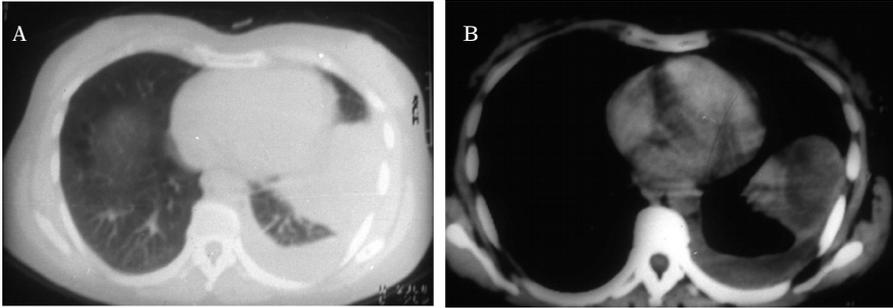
TAC torácico. A: ventana pulmonar que muestra derrame pleural y masa pulmonar. B: ventana mediastínica que muestra la naturaleza quística de la lesión pulmonar y el derrame pleural.
